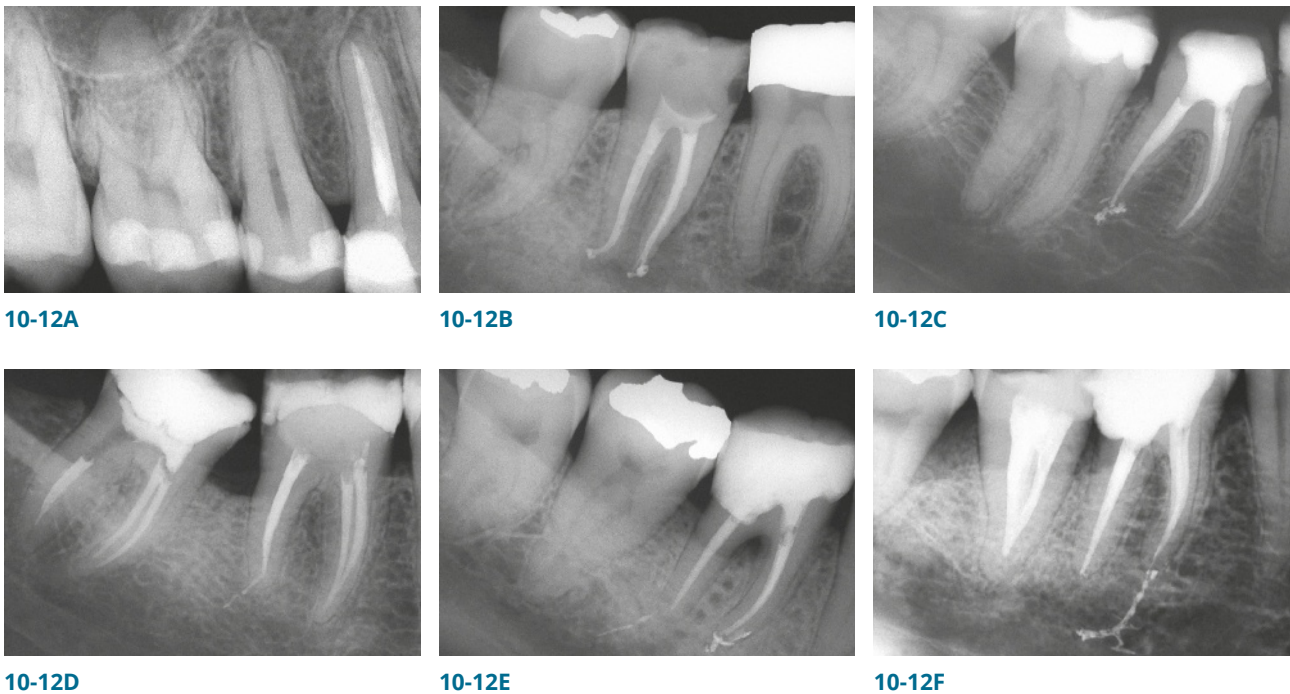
Extrusion von Wurzelfüllmaterial. (A) Radiografischer Apex. (B) Extrusion um weniger als 1 mm. (C und D) Extrusion zwischen 1 und 2 mm. (E und F) Extrusion um mehr als 2 mm.
